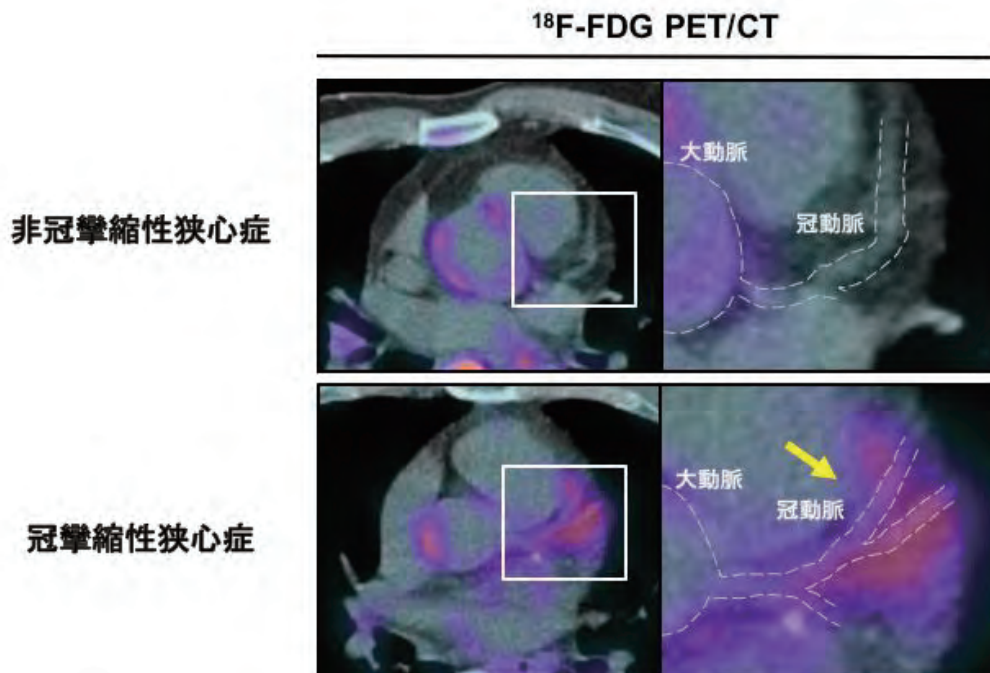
冠攣縮性狭心症における冠攣縮部位の <sup>18</sup>F-FDG PET/CT イメージング
